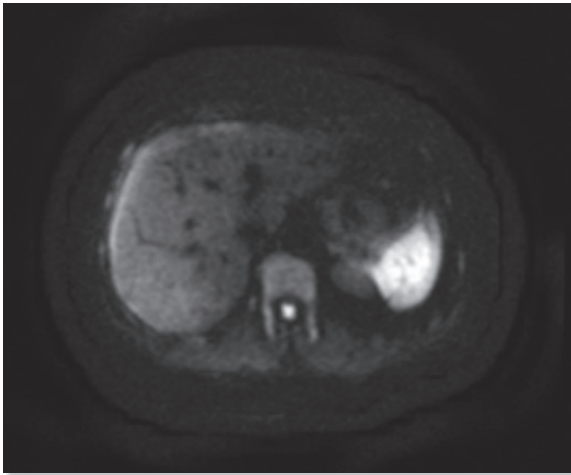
MRI of Abdomen-DWI axial image
